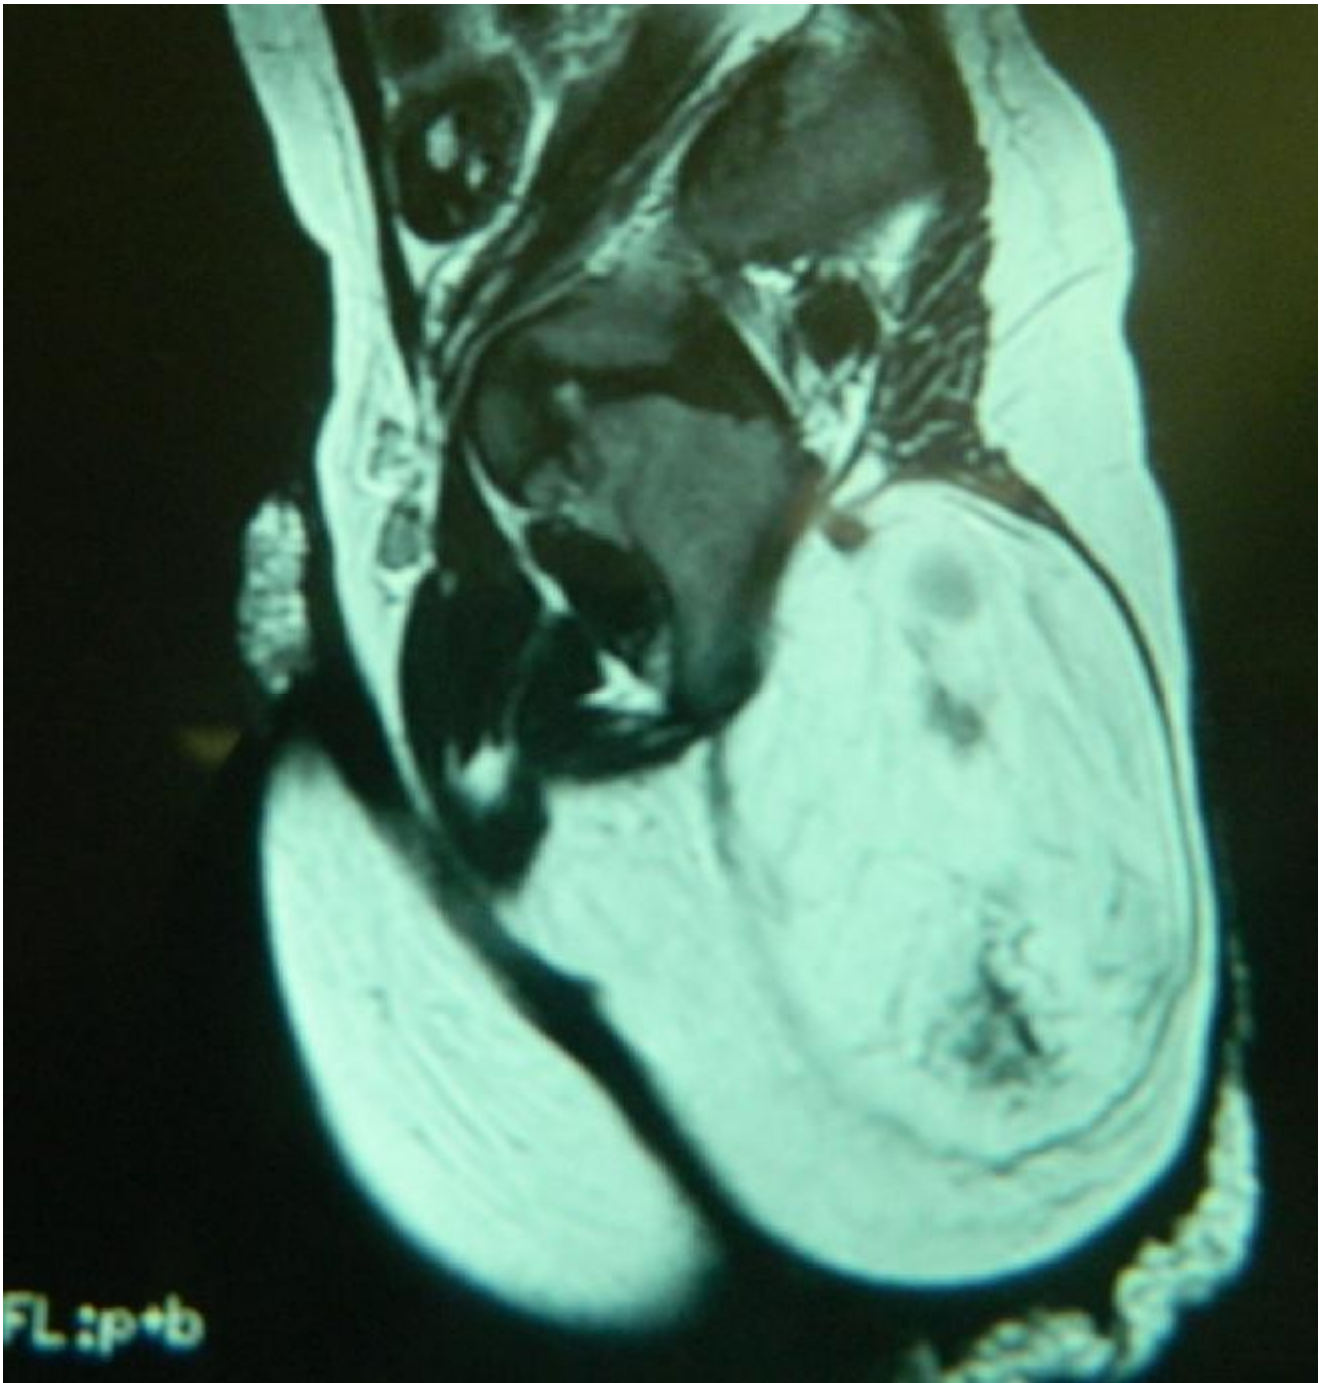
Patient N°3 : Aspect IRM en faveur d'un TSC
